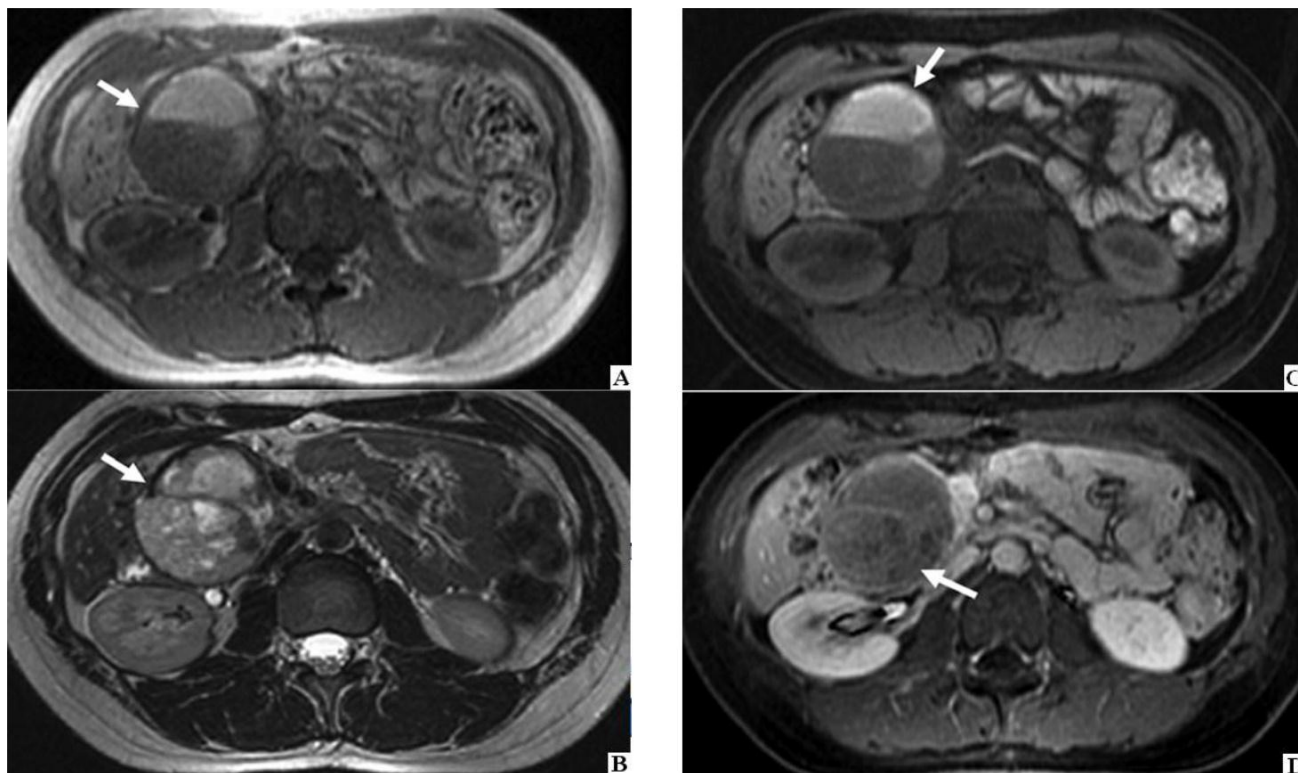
IRM abdominale:
